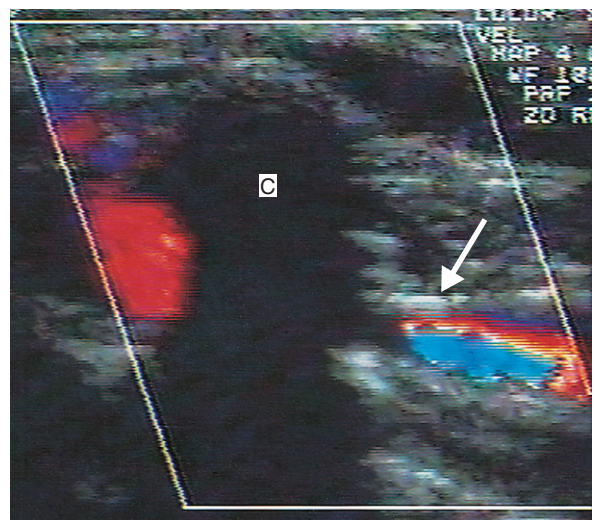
Sonographische Untersuchung auf TOS. Die A. subclavia sollte von der Fossa supraclavicularis und der Fossa infraclavicularis aus untersucht werden; der Arm befindet sich dabei in Abduktionsstellung (siehe Text).
